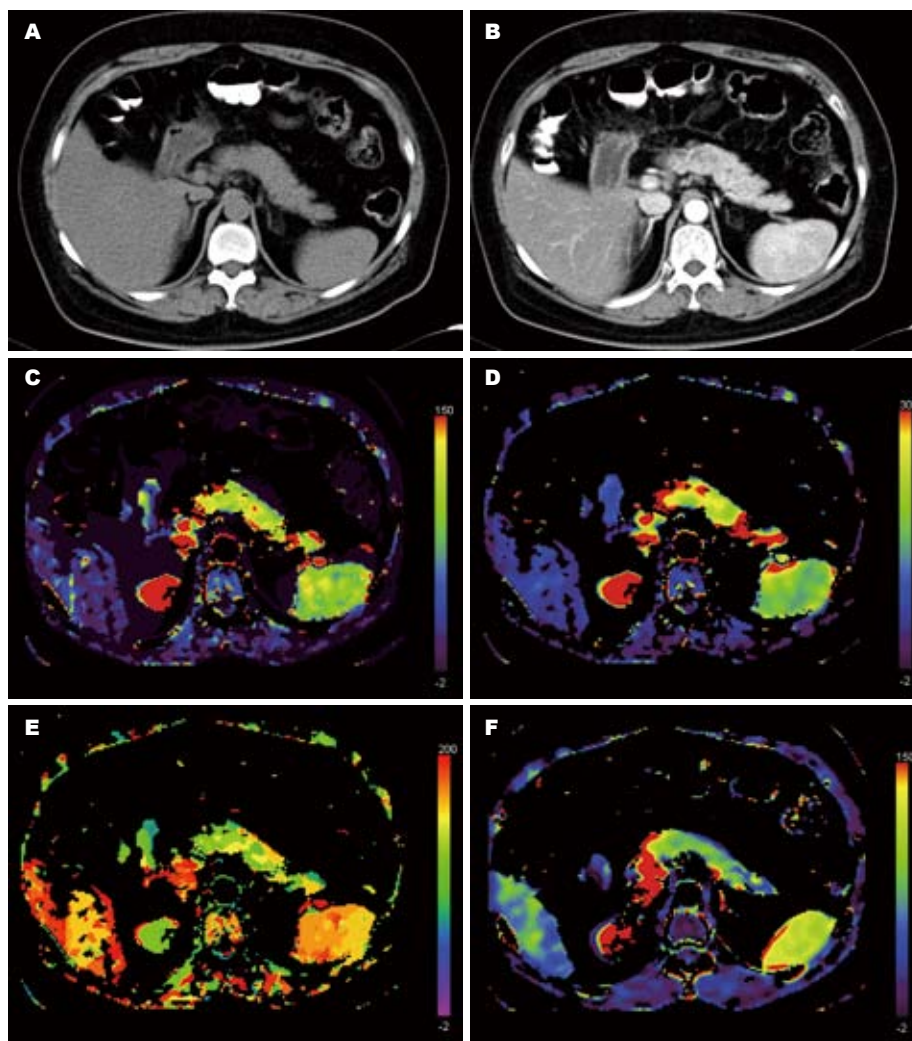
对照组CT扫描和CT灌注. A: 平扫; B: 增强; C: BF; D: BV; E: TTP; F: PS.
